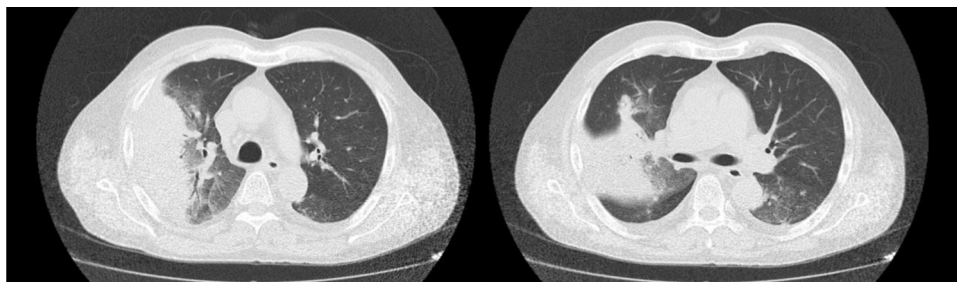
TAC con evidencia de extensa consolidación neumónica en LSD, que se acompaña de opacidades periféricas en «vidrio deslustrado», y otras consolidaciones pulmonares subsegmentarias en el LII con signos inflamatorios bronquiales, todo ello sugestivo de aspergilosis invasiva de la vía aérea.
